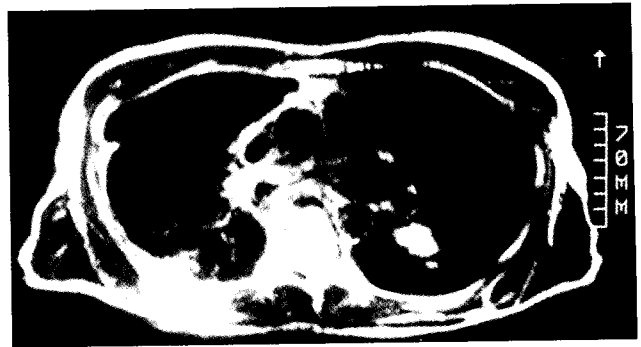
Chest MRI showing 3 \times 2 cm sized mass(arrow) originated from lower lobe pulmonary artery.
